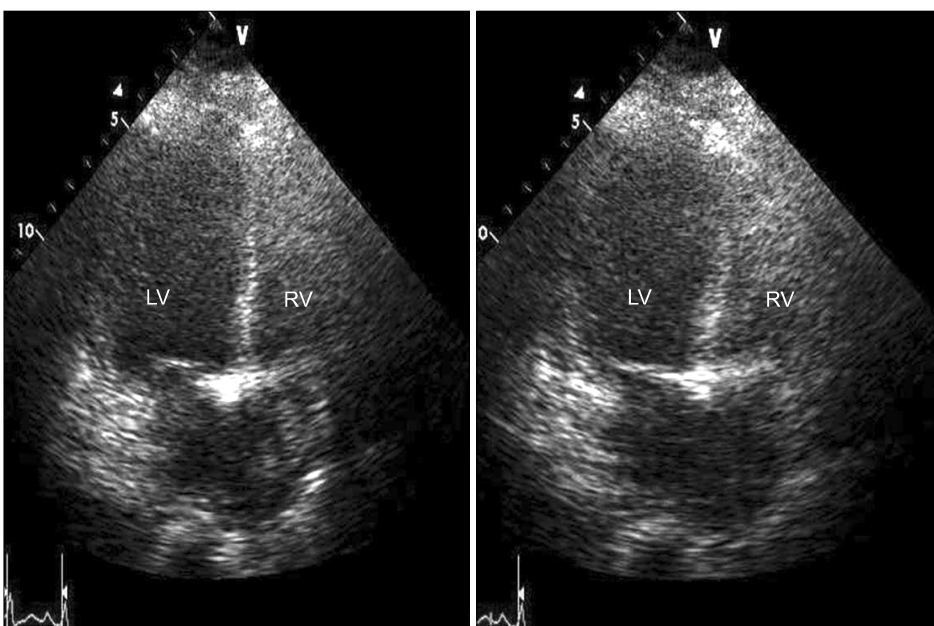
Echocardiography showed a severe LV systolic dysfunction with apical ballooning, preserved basal function. End-diastolic and end-systolic period of apical four chamber view. LV: left ventricle; RV: right ventricle.
